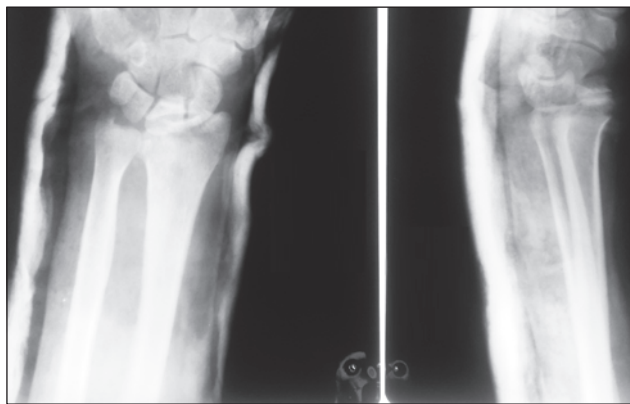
Фотовідбиток рентгенограми хворого К.: перелом Бартона після невдалої репозиції, суглобова фасетка розвернута
